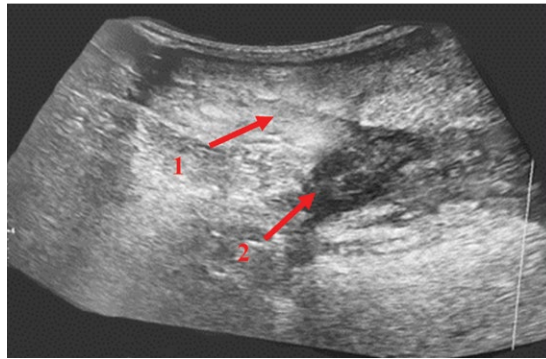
УЗИ-контроль через 6 месяцев после операции: 1 – рубцовая ткань в области бывшего свища; 2 – просвет прямой кишки (пациент 1)
